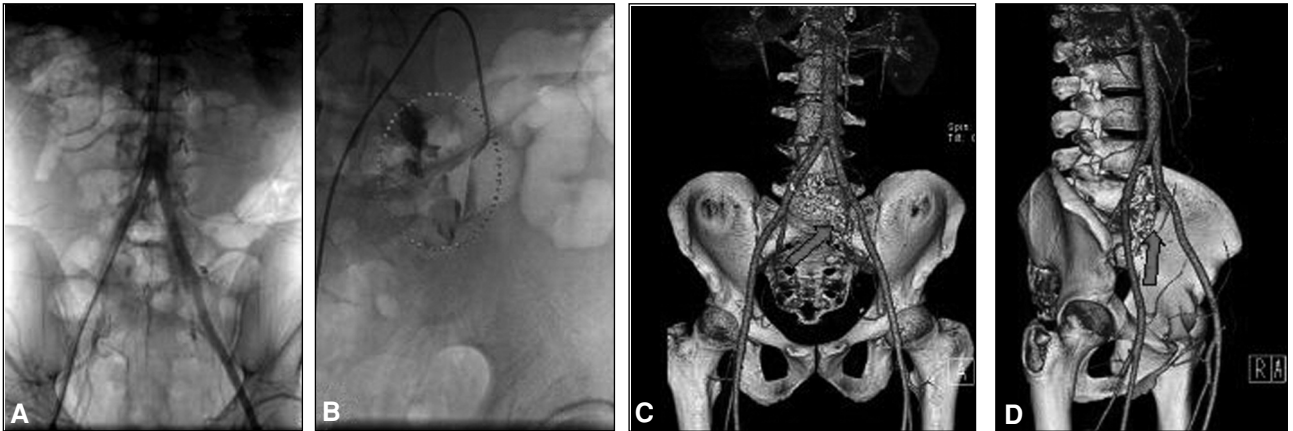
A. Medio de contraste. B. Pérdida de contraste a nivel de la arteria ilíaca interna izquierda. C y D. Tomografía computarizada con reconstrucción.
